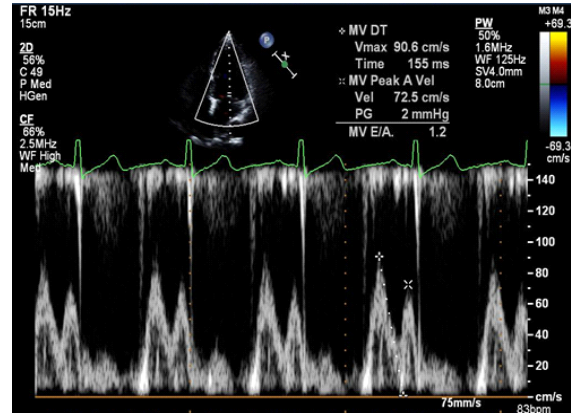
mitral inflow doppler.
